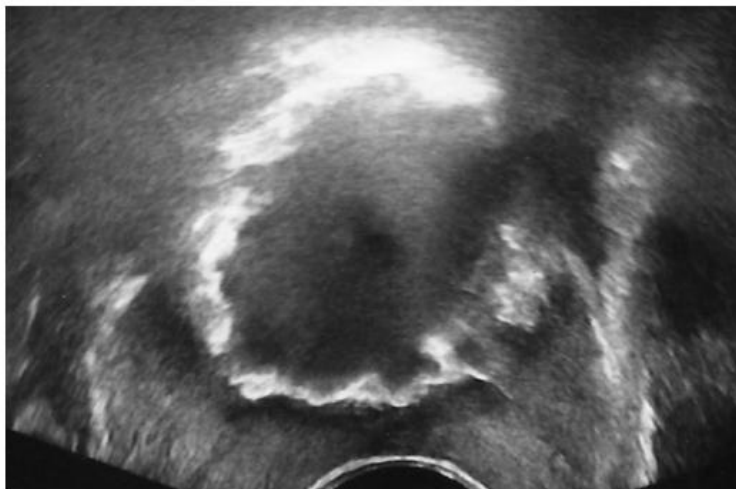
Échographie endorectale : aspect de la loge prostatique en coupe transversale après photovaporisation[32].
